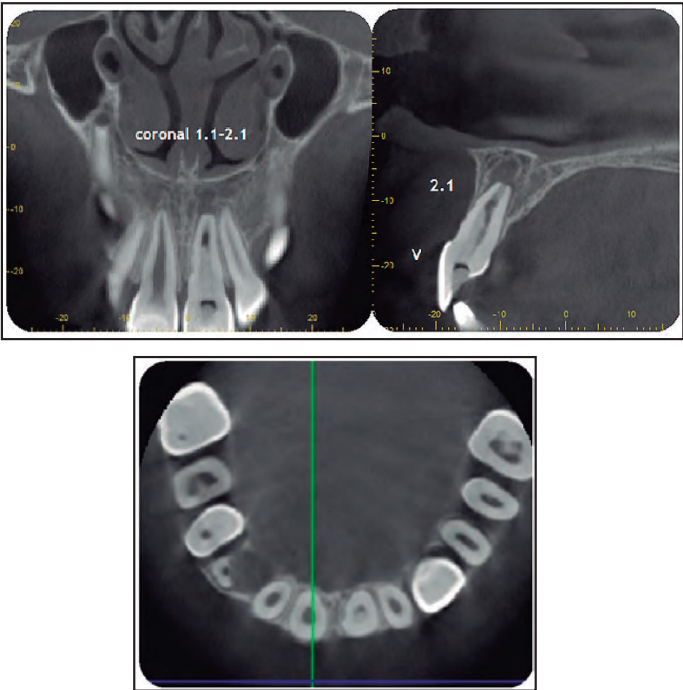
Se aprecia CBCT en el cual corroboramos que proceso reabsortivo externo en tercio medio radicular no ha aumentado y no se encuentra perforando conducto radicular, aún se evidencia falta de cierre radicular, y persistencia de lesión apical.
